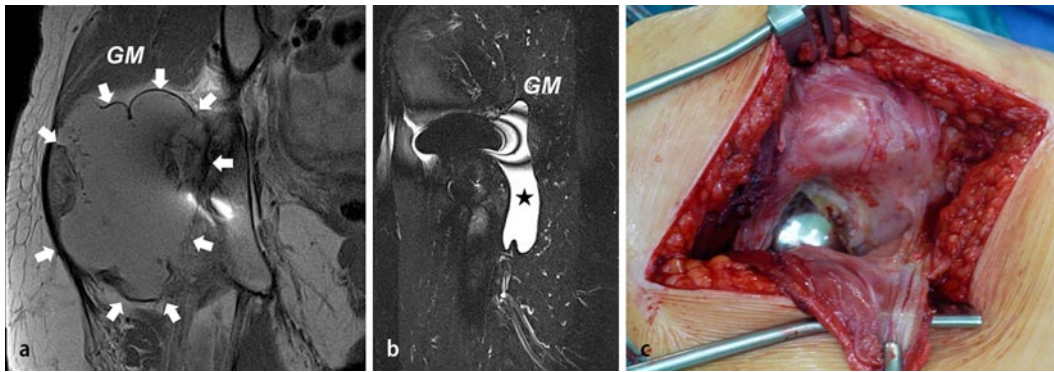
▲ ARMD-bedingte Weichteilveränderungen bei Metall-Metall-Gleitpaarungen. Magnetresonanztomographische Darstellung (metallartefaktreduzierte Sequenzen, T1- [a] und T2-Turbo-inversion-recovery-magnitude[TIRM]-Wichtung [b]) einer metallosebedingten, als Pseudotumor imponierenden, periprothetischen zystischen Raumforderung (Pfeile/Stern) im Bereich des M. gluteus maximus (GM) bei einer 54-jährigen Patientin 7 Jahre nach Hüftoberflächenersatz. Intraoperativer Situs nach Eröffnung der Pseudotumorkapsel (c). ARMD „adverse reaction to metal debris“
